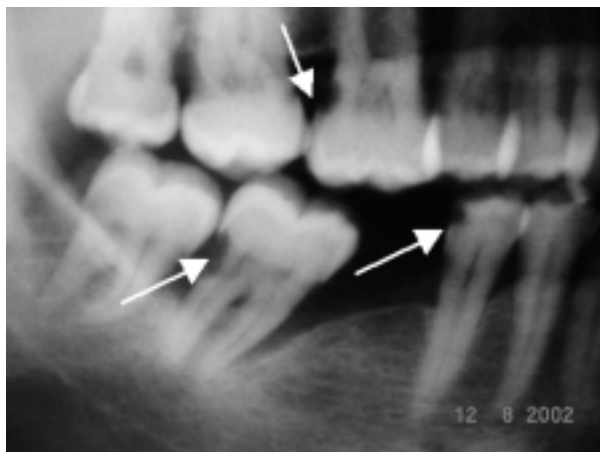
Visão aproximada da Radiografia Panorâmica evidenciando a presença de lesões de cárie radicular.
